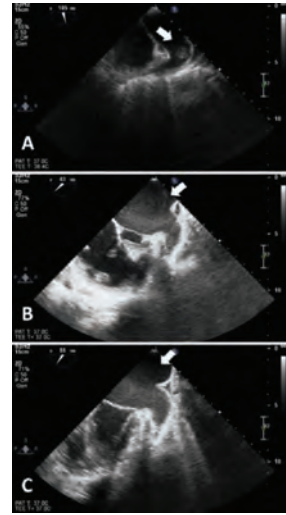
Transesophageal echocardiographic images (A) Mid-esophageal two-chamber view (80-110°), thrombus in left atrial appendage (B) Mid-esophageal short-axis view (30-60°), thrombus has partially resolved, the appearance of an intense spontaneous echo contrast (C) Mid-esophageal short-axis view (30-60°), thrombus in the left atrial appendage has completely resolved.
